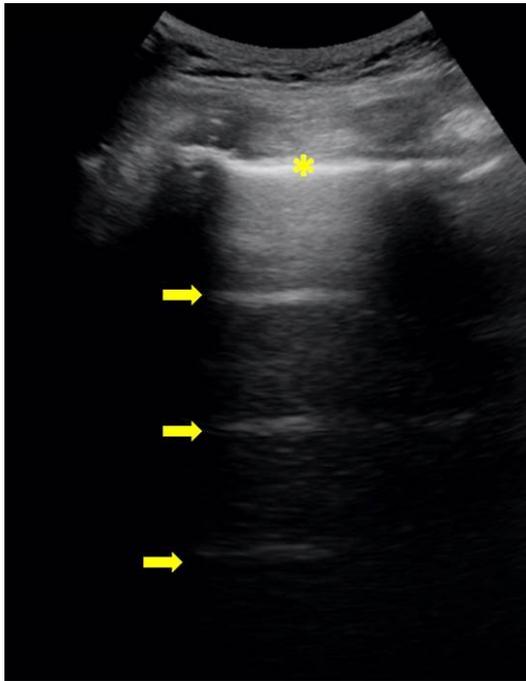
Ecografía pulmonar. Costillas y línea pleural. Signo del murciélago.
